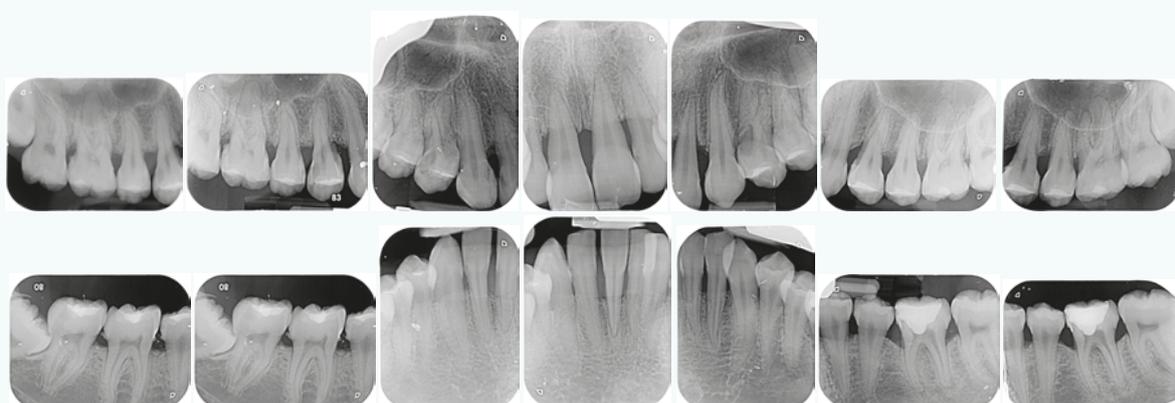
Bilan radiographique
